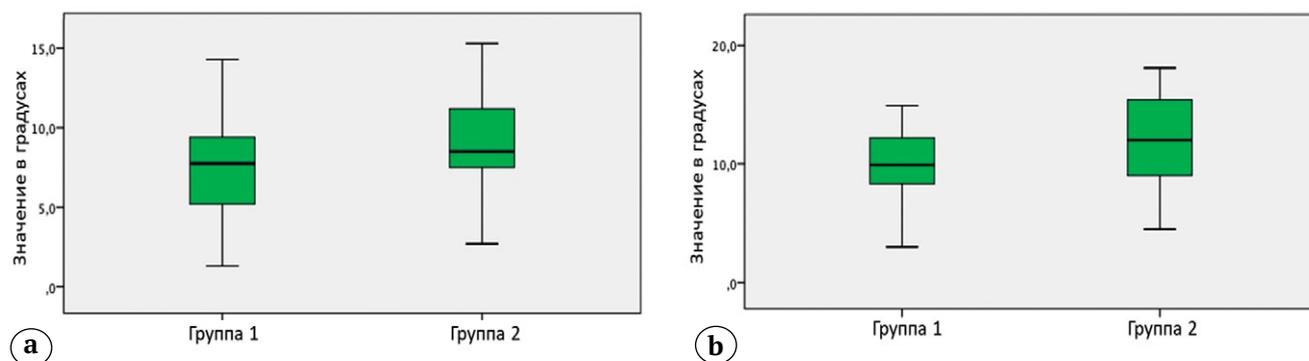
Показатели заднего наклона большеберцовой кости у двух групп пациентов по данным рентгенограмм в боковой проекции: а – медиального; б – латерального
